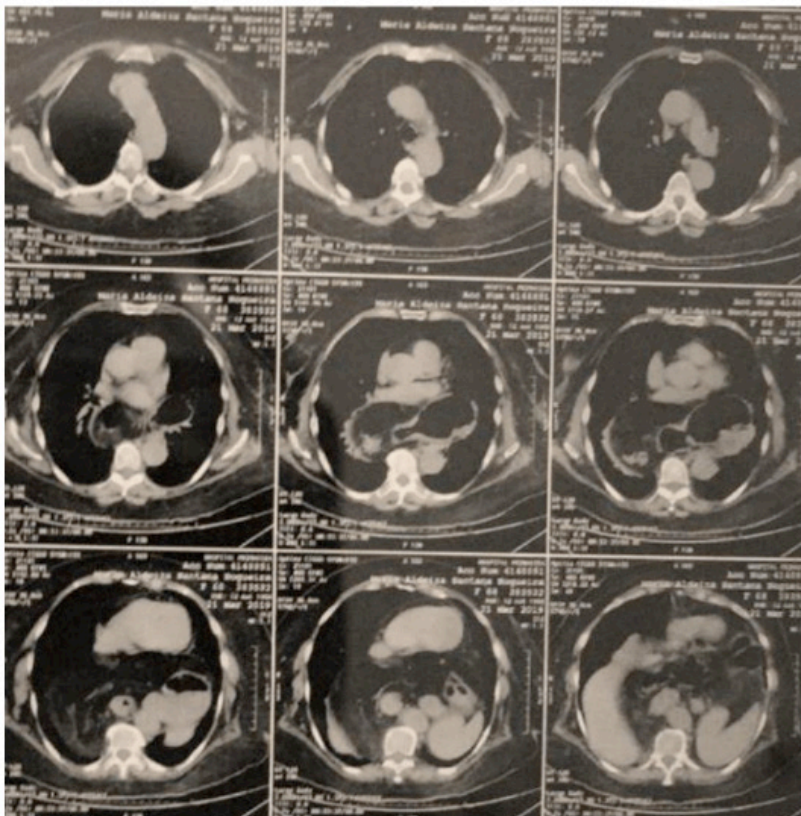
Tomografia computadorizada evidenciando porção gástricas e segmento colônico em região paraesofageana. Acervo próprio.
